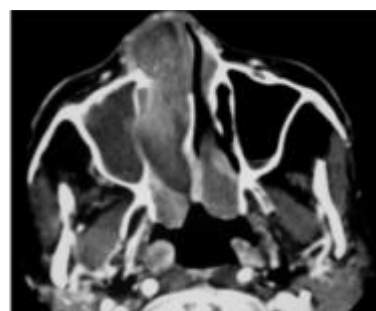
TDM en coupe axiale comblement nasomaxillaire droit.
